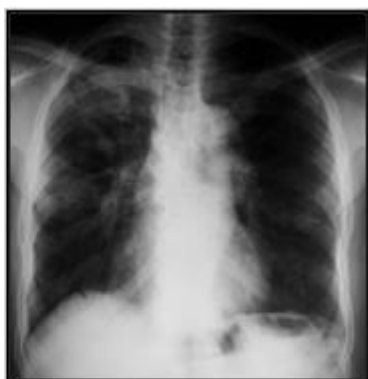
radiographie thoracique de face objectivant les masses et nodules multiples des deux champs pulmonaires.
